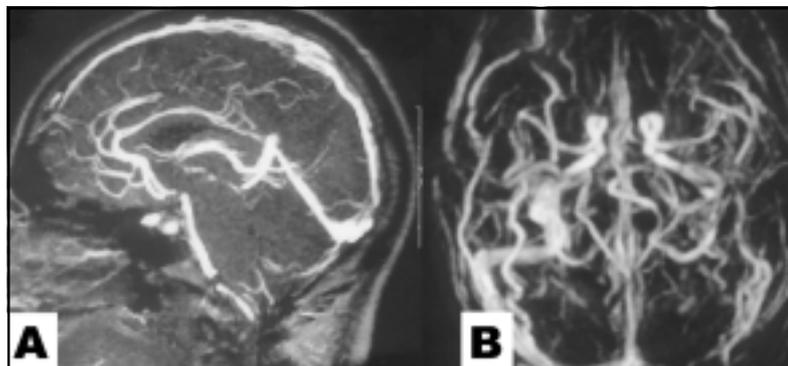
Angiografia por ressonância magnética 12 meses após o evento, com reperfusão parcial da circulação venosa. A: visão lateral; B: visão superior.
